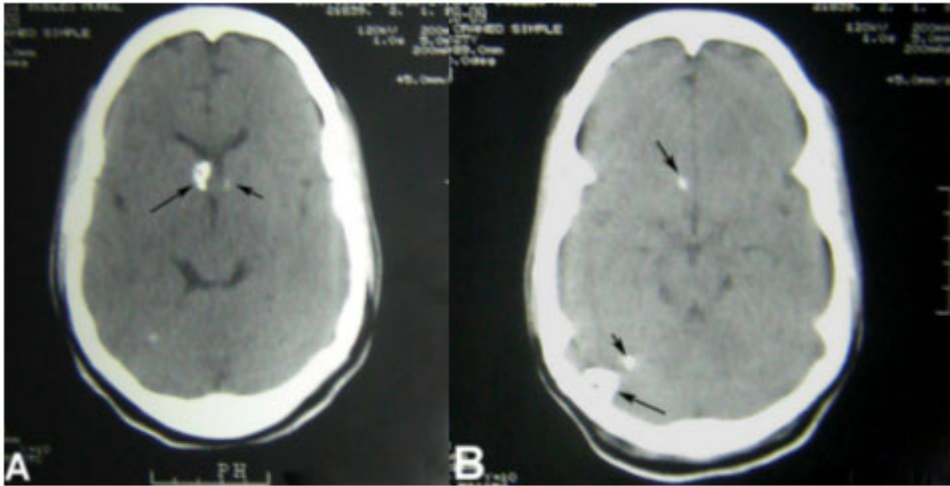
TAC simple de cráneo
